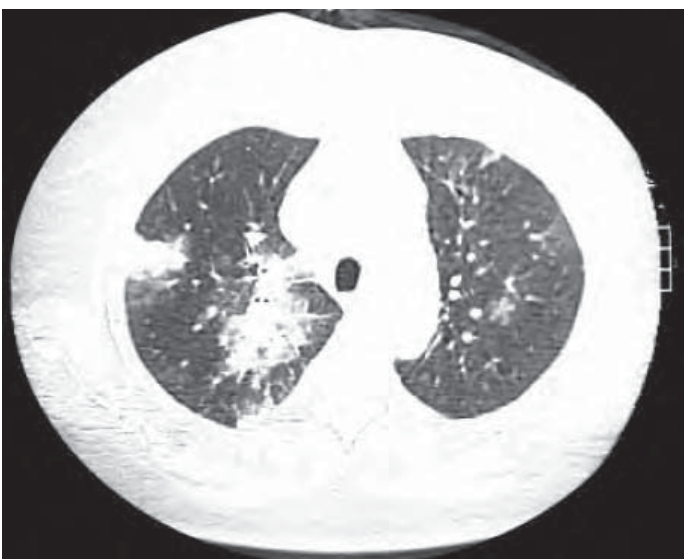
/11.- Ecocardiograma transesofágico. Endocarditis derecha secundaria a infección de catéter marcapaso. En la TAC de tórax se observan los infartos sépticos múltiples en el pulmón.
